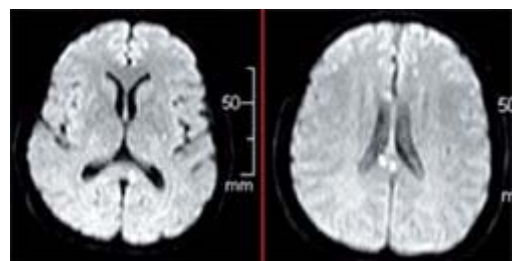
IRM axiale diffusion : hypersignal du splénium du corps calleux. Syndrome de Susac.
